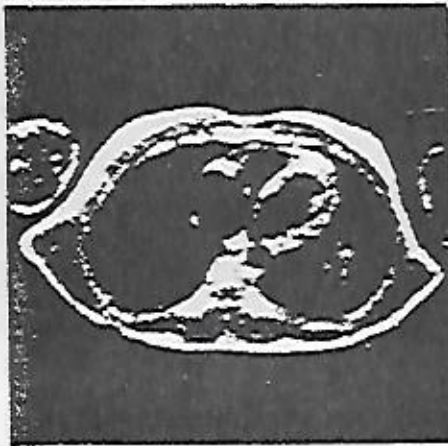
ON OBSERVE LE COEUR en faisant des coupes transversales d'une poitrine humaine par RMN (les deux formes plus petites de chaque côté de la poitrine sont dues aux bras). L'image de gauche représente le coeur à la fin d'une systole, quand les ventricules se sont vidés. L'image de droite montre la fin d'une diastole, quand les ventricules sont pleins. Ces images, fournies par la Société Technicare, ont été réalisées en synchronisant la prise de données avec le cycle cardiaque.
